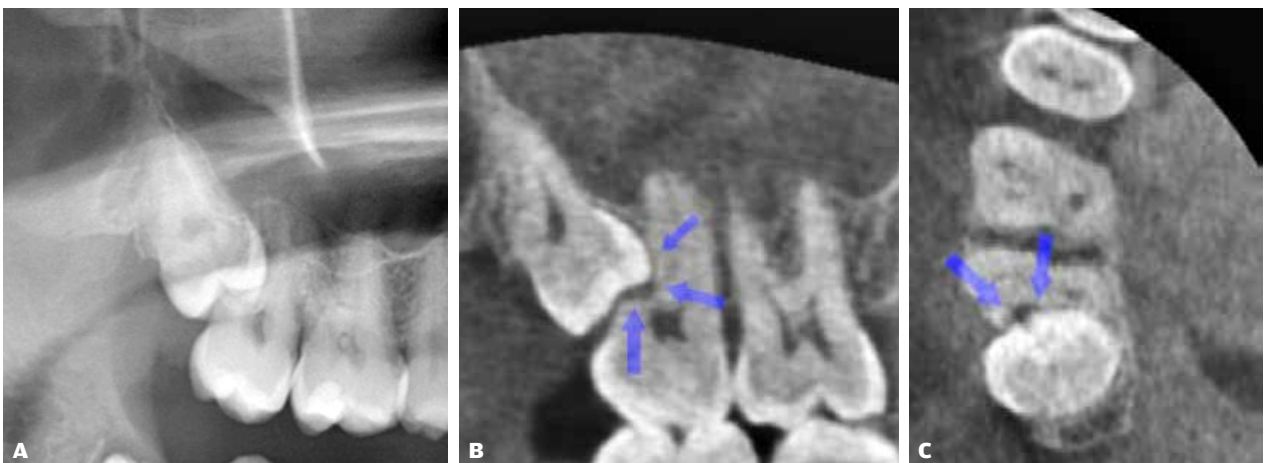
Eksempel på retineret 18, hvor der var mistanke om resorption i 17. A: Udsnit af panoramabillede; B: CBCT-snit i sagittalplanet; C: CBCT-snit i aksialplanet. Pile markerer ekstern resorption 18.
